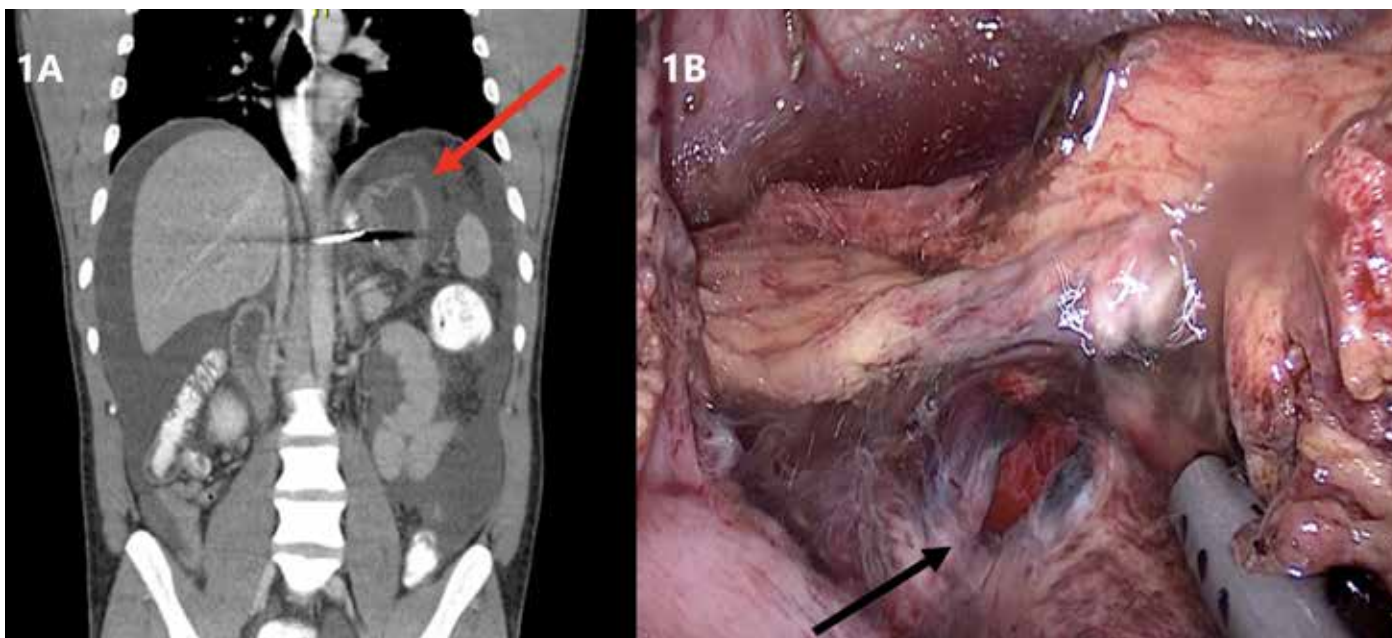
A: Tomografía abdominal donde se evidencia abundante líquido libre y probable perforación en el fondo del estómago remanente (Flecha roja), con engrosamiento de este en el antro y píloro. B: Se aprecia perforación en la curvatura mayor del remanente gástrico (Flecha negra).
